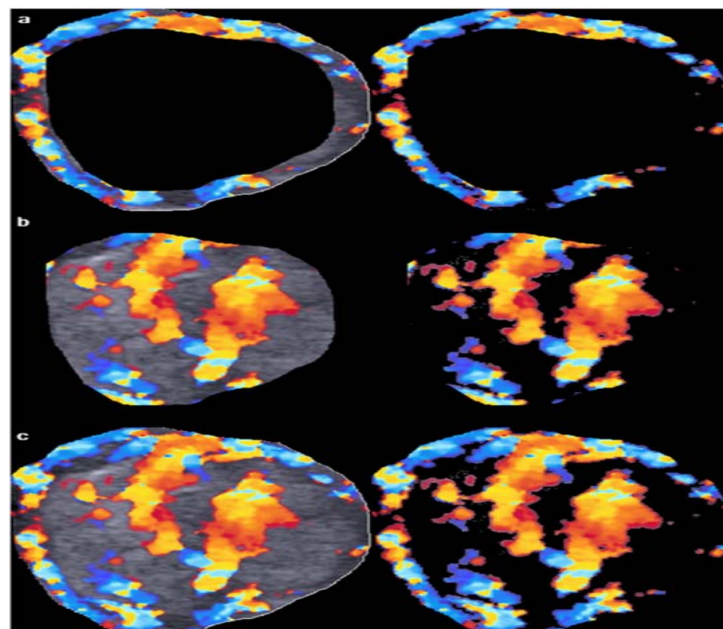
les différents aspects de la vascularisation des nodules thyroïdiens à l'échographie Doppler a : périphérique b : centrale c : mixte
